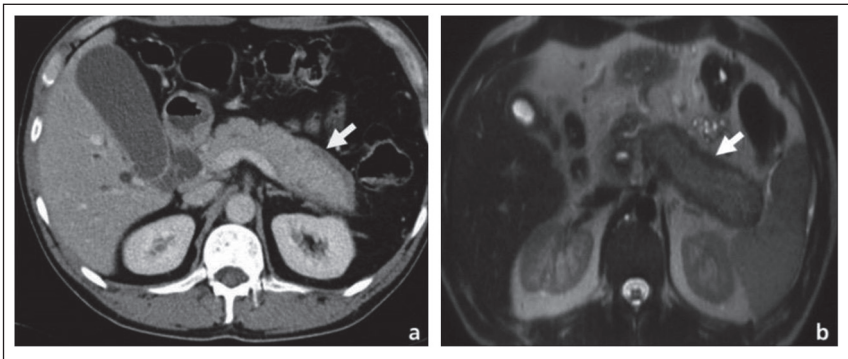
a: Páncreas aumentado de volumen difuso en TC, con halo periférico; b: Páncreas "en salchicha" en RM. Tomada del libro: "Enfermedades del páncreas: Una visión Iberoamericana", con permiso de los autores.
